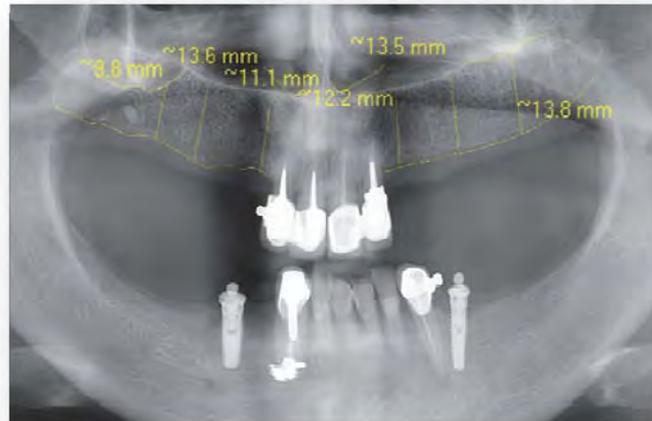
Ortopantomografía, proporciona una visión general de nuestro paciente.
